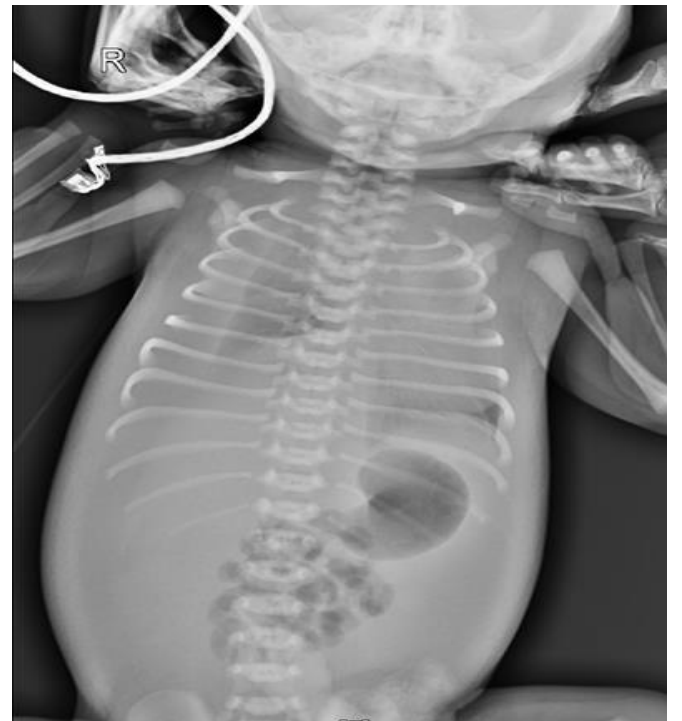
Radiograph showed a mass in the right lower hemithorax. Bilateral pleural effusion and ascites were observed.
